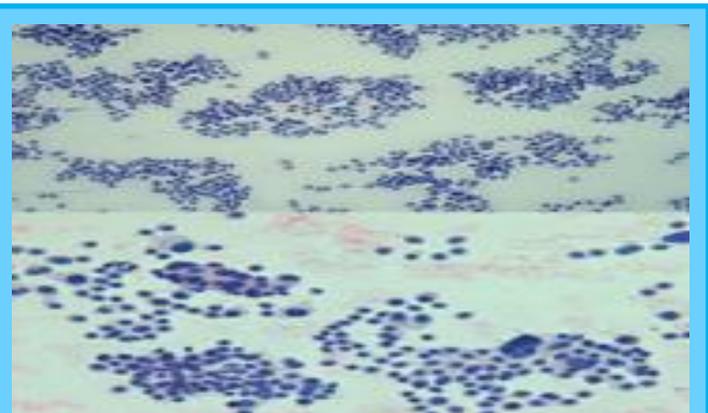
Biopsia hepática guiada por TAC.
